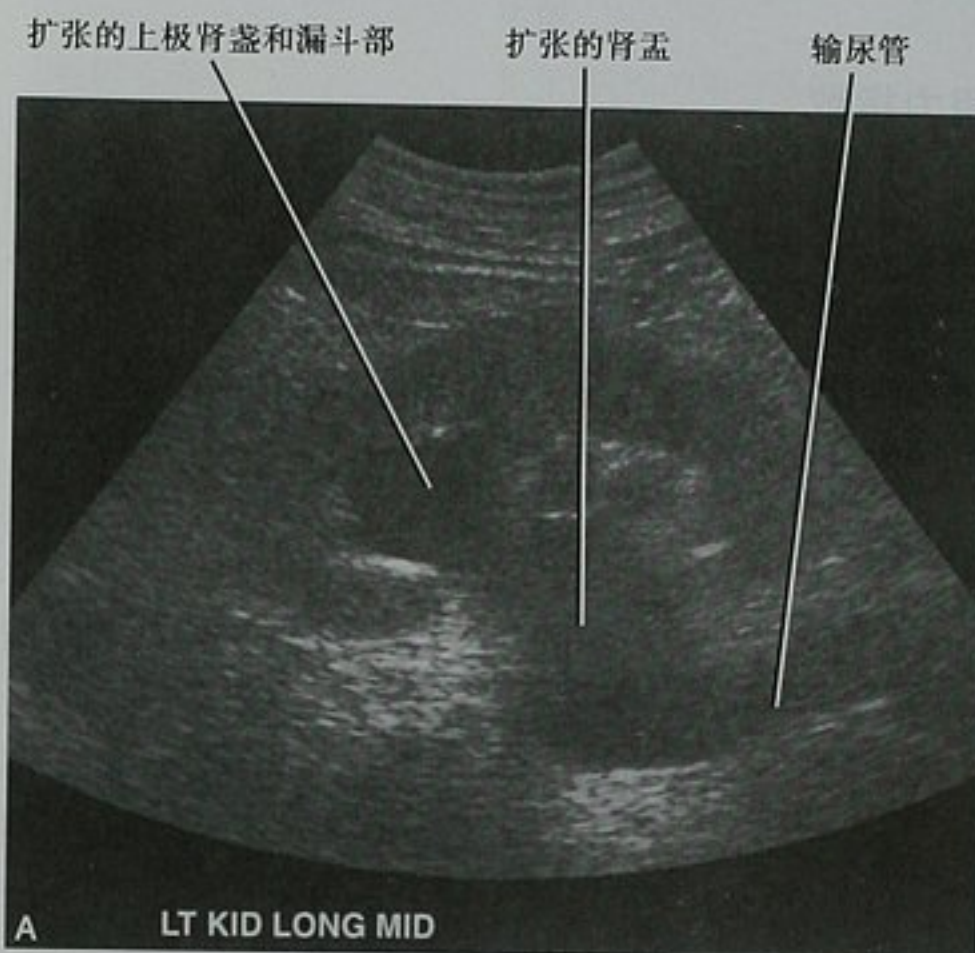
急性肾衰竭的超声图像显示膀胱肿瘤引起的双侧肾积水。A. 左肾矢状位图像显示肾积水和输尿管积水。右肾表现相似(未显示);B. 膀胱横断位图像显示膀胱三角区一个巨大的肿瘤
